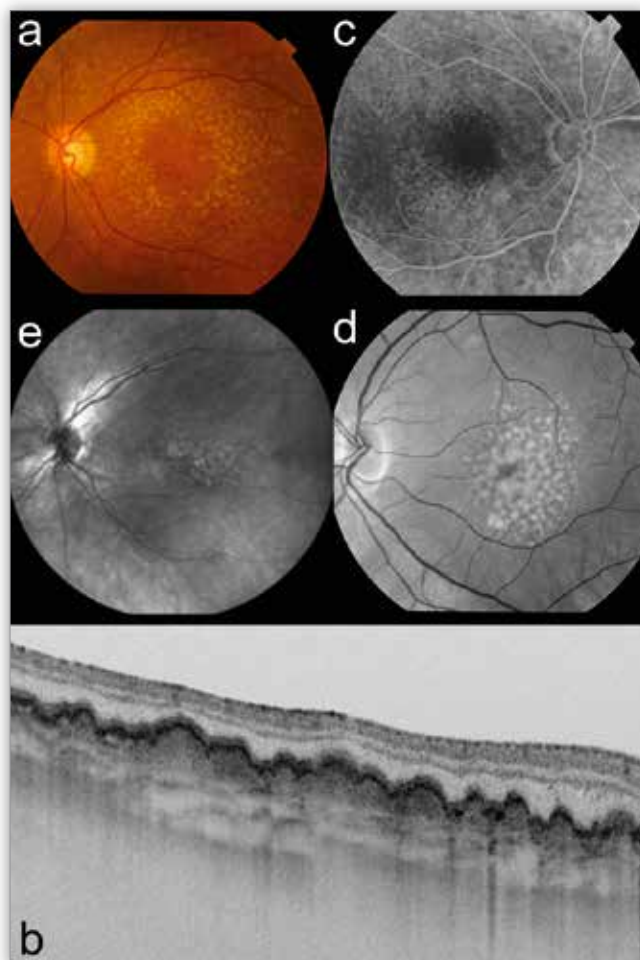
Druzy twarde: a – kolorowe zdjęcia dna oka, b – swept-source optyczna koherentna tomografia, c – angiografia fluoresceinowa, d – autofluorescencja, e – zdjęcie w podczerwieni.
